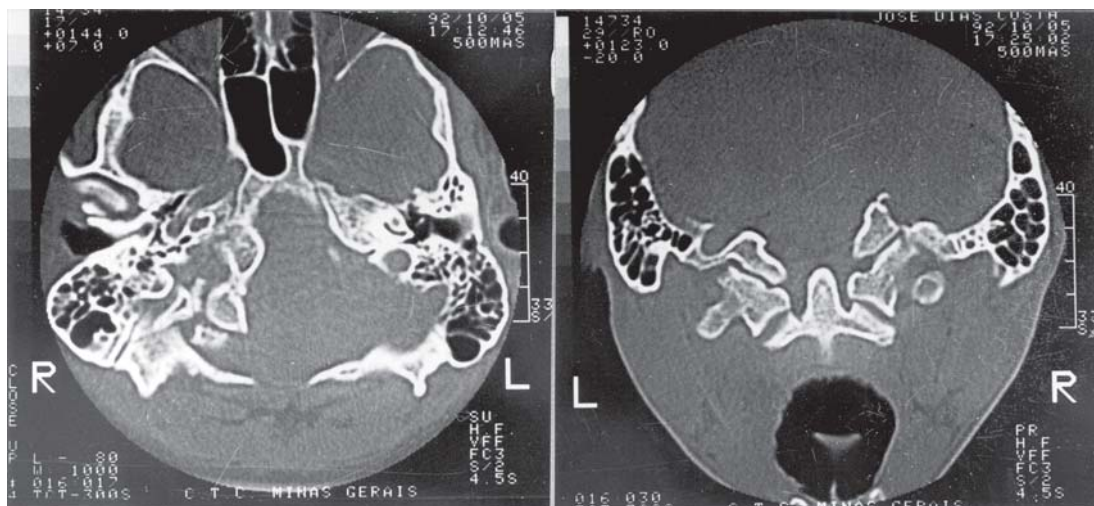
Tomografia computadorizada pré-operatória mostrando fratura do côndilo occipital direito.
